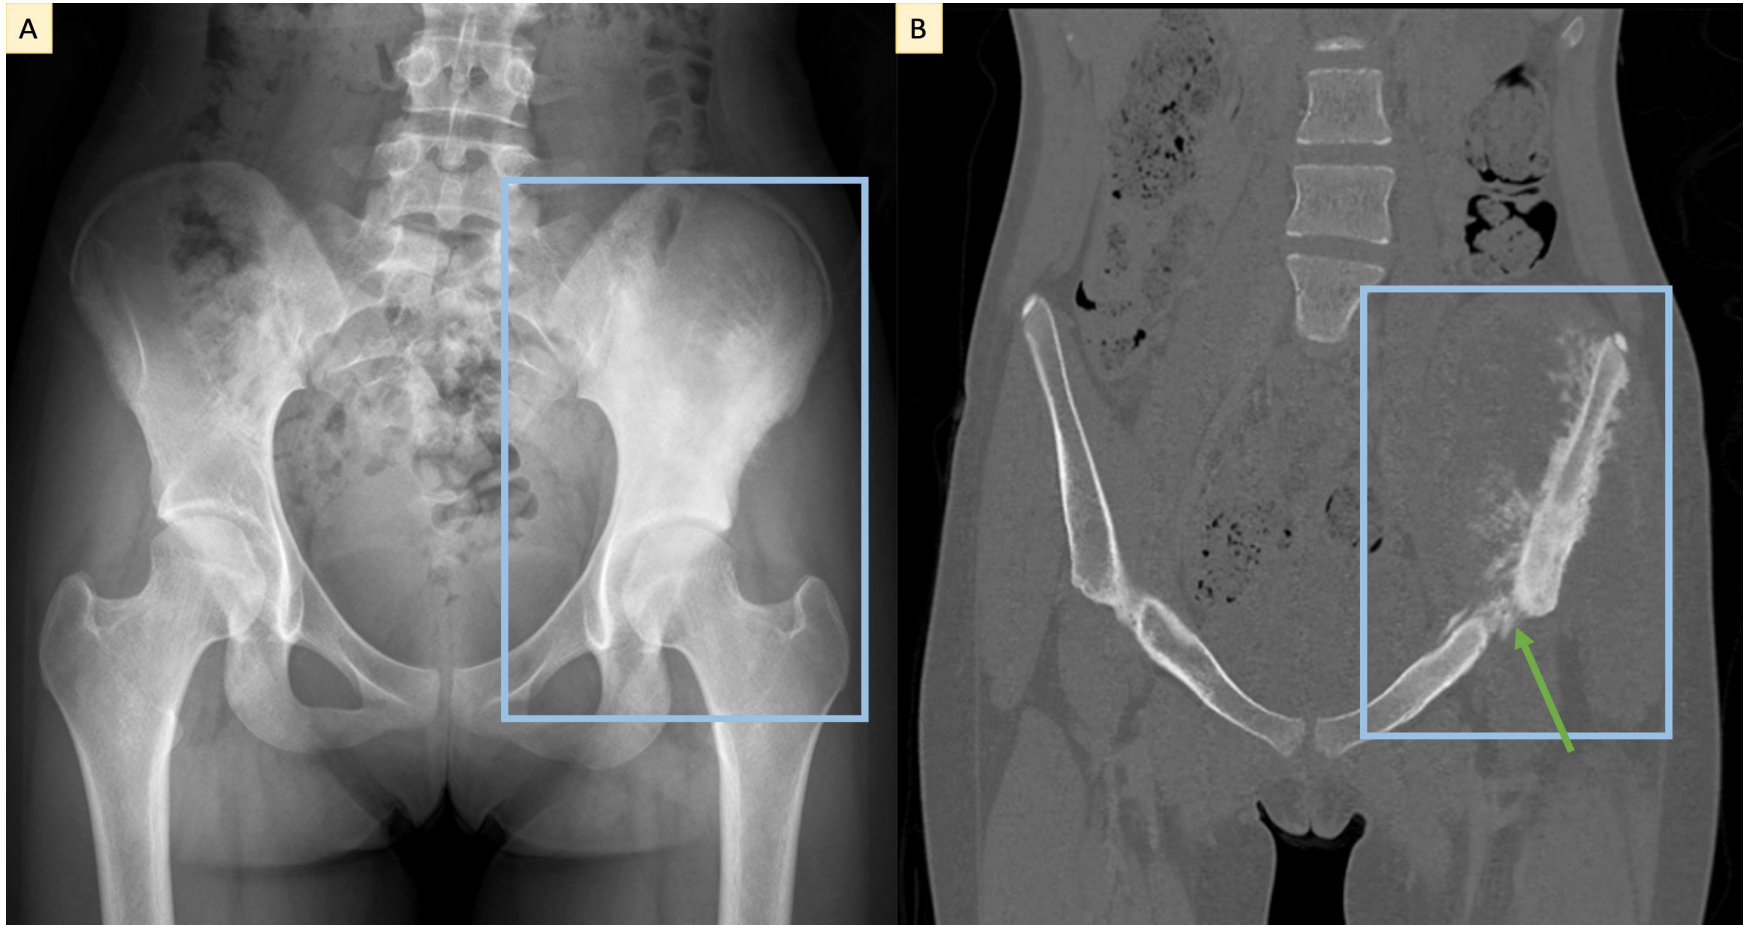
(A) Radiografía pélvica anteroposterior (AP) que muestra aumento de densidad y esclerosis de la pala ilíaca izquierda; (B) TC con contraste, reconstrucción coronal ventana ósea, muestra una lesión ósea esclerótica con marcada reacción perióstica irregular que afecta a todo el hueso ilíaco izquierdo, incluyendo la región acetabular y la rama iliopúbica, asociada a una gran masa de partes blandas adyacente. Flecha verde: agujero ciático mayor.
